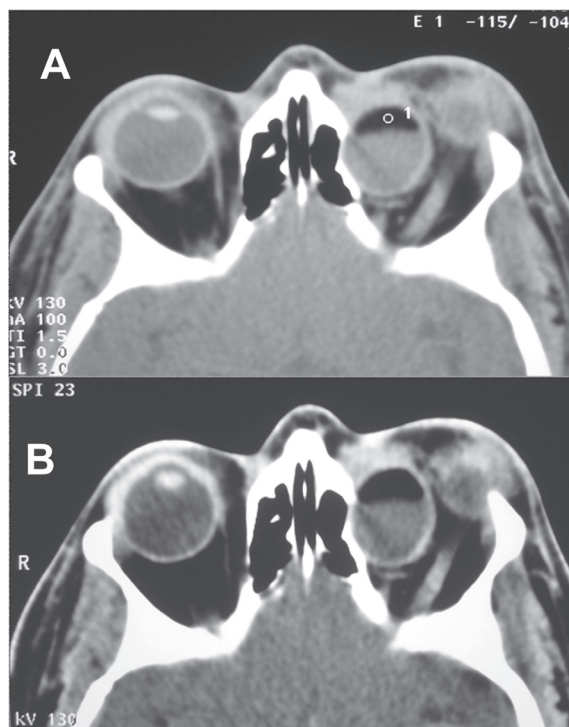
Cisto dermóide infectado: paciente masculino, 26 anos, com proptose e deslocamento inferolateral do globo ocular esquerdo de longa data, referindo abaulamento e dor intensa no canto interno da órbita ipsilateral há 1 dia. TC no plano axial, antes (A) e após (B) a administração venosa do meio de contraste; presença de lesão ovalar heterogênea cística, com conteúdo parcialmente gorduroso (-115 UH), formando nível líquido, no quadrante súperomedial da órbita esquerda. Há realce lesional periférico pelo meio de contraste (seta pequena), remodelação óssea da lâmina papirácea contígua (seta grande) e exuberante adensamento da gordura pré-lesional (cabeça de seta); observar o deslocamento inferolateral do globo ocular esquerdo, com proptose
